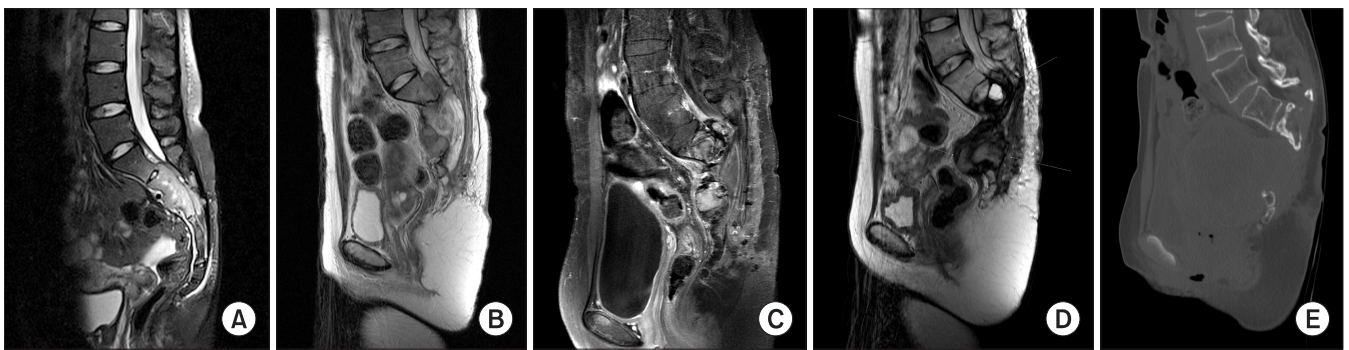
Eighteen year-old women developed pelvic pain about two years ago. Three months ago, weakness of lower extremity was developed. (A) Pre-operative T2 weighted MRI shows giant cell tumor at S2-S3 level. (B) 3 months later after the operation, T2 weighted MRI shows recurrent lesions. She received radiation therapy twice. (C) T1 fat suppression enhanced MRI after the radiation treatment shows aggravated lesions. Re-curettage was performed. (D) 6 months later the re-operation, follow-up T2 weighted MRI shows aggravated lesions. (E) The lesion aggravated gradually and last follow-up pelvis CT shows huge pre-sacral mass. She has difficulties in the urination and the defecation.
